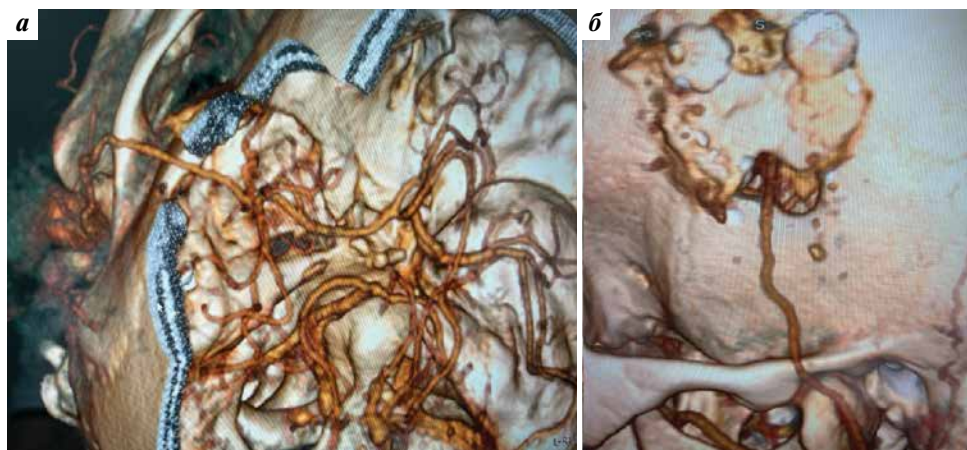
Контрольные снимки, полученные при мультиспиральном компьютерно-томографическом ангиографическом исследовании после наложения экстра-интракраниального микроанастомоза
